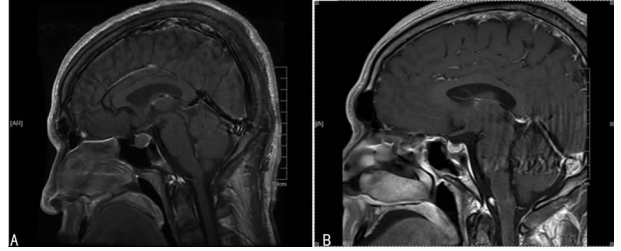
生长激素性垂体瘤经鼻蝶窦手术切除前、后 MRI 影像改变
